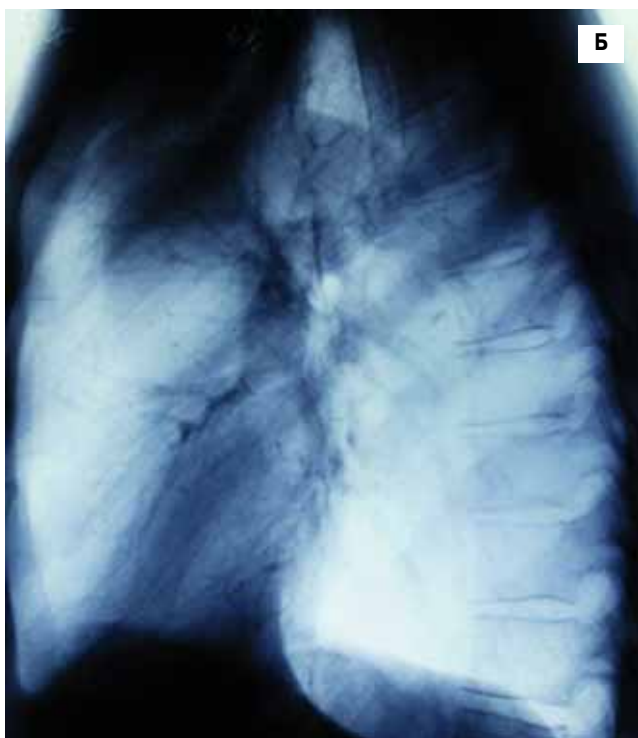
Центральный рак верхней доли левого легкого (ателектаз переднего сегмента). Рентгенограммы в прямой (А) и боковой (Б) проекциях
